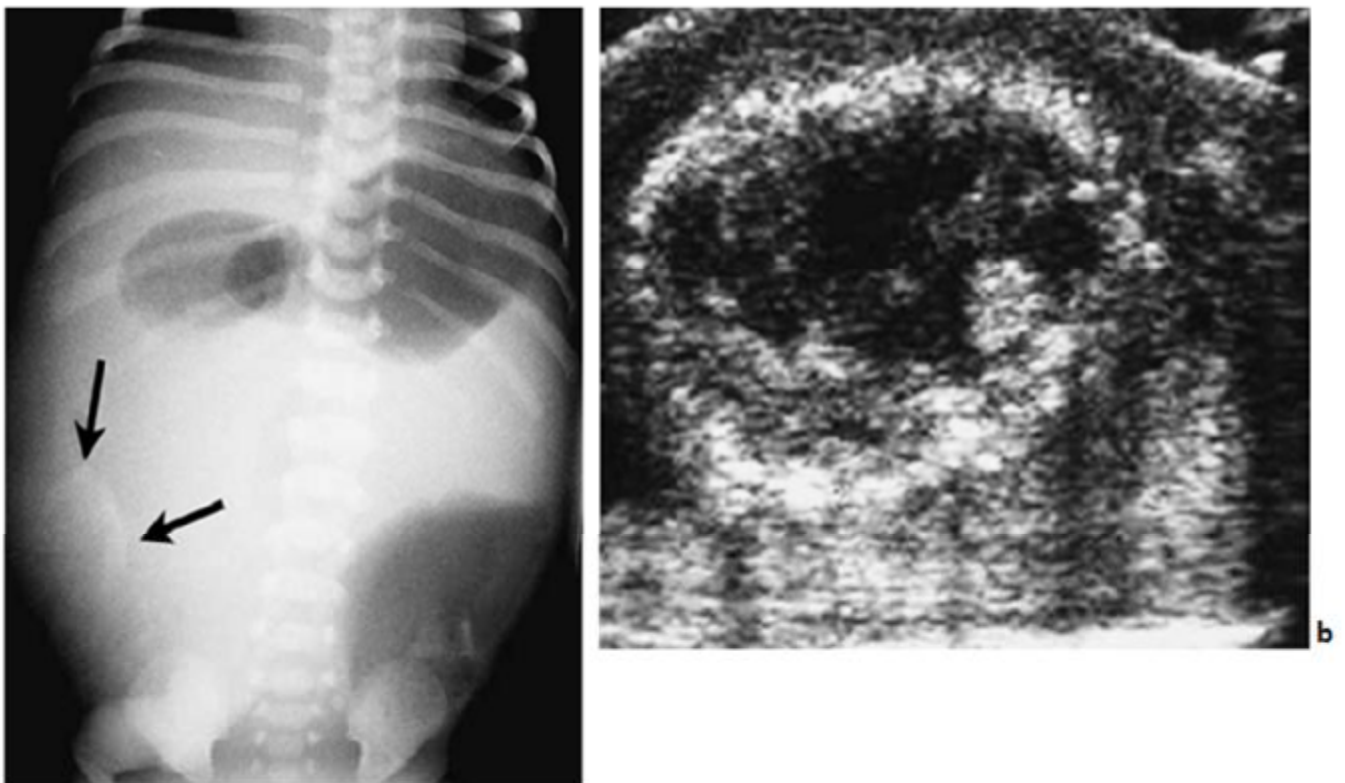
Péritonite méconiale révélatrice d'une atrésie iléale a) Radiographie thoraco-abdominale révélant une calcification péritonéale, b) Echographie abdominale chez le même patient montrant l'image d'un pseudokyste contenant des débris avec calcification périphérique. [37]
